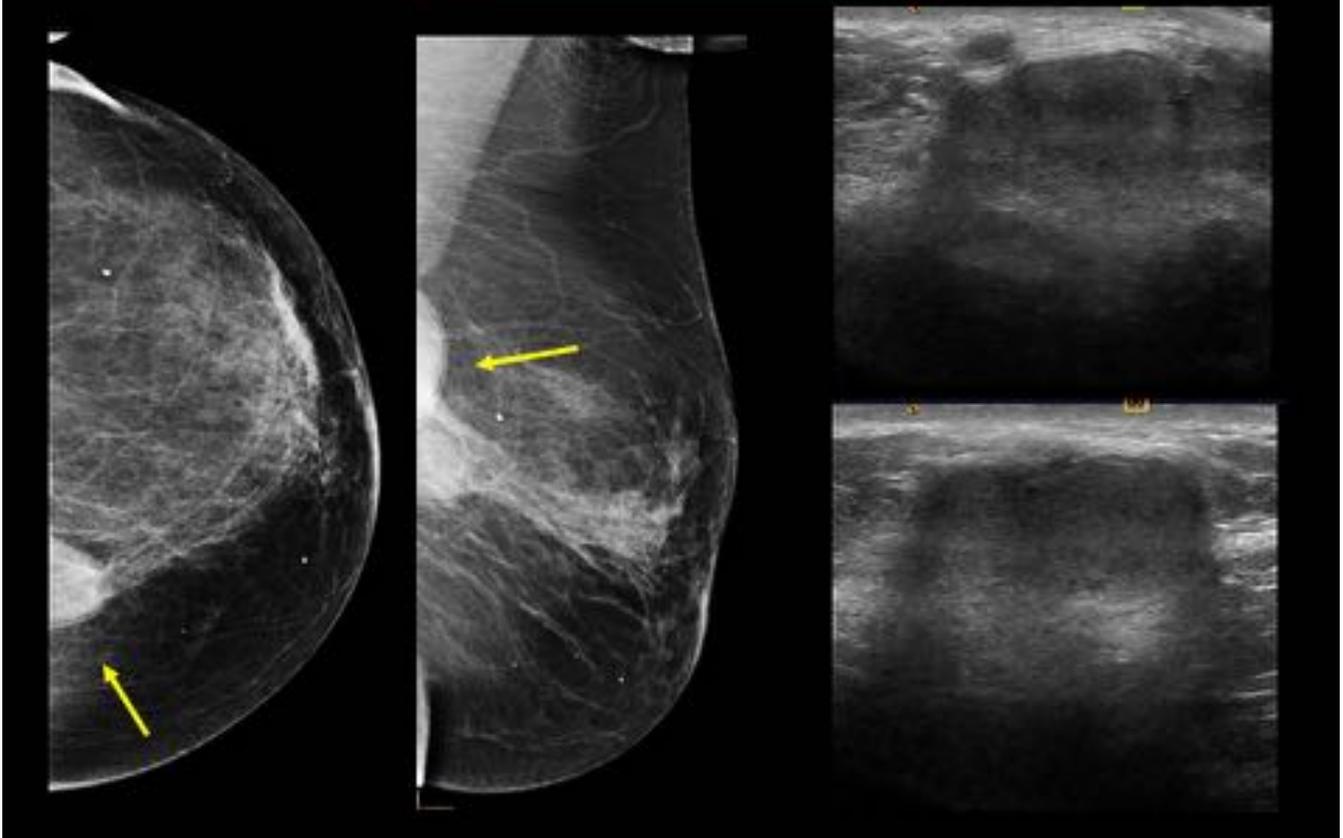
Paciente mujer de 80 años que consulta por bultoma después de accidente de tráfico con traumatismo por cinturón de seguridad. La mamografía muestra una lesión hiperdensa bien definida en UCInt de la mama derecha. La ecografía mostró subyacente al bultoma una lesión hiperecogénica bien delimitada, que además se asociaba a engrosamiento y equimosis de la piel regional. Los hallazgos se atribuyeron a hematoma agudo por el traumatismo.
